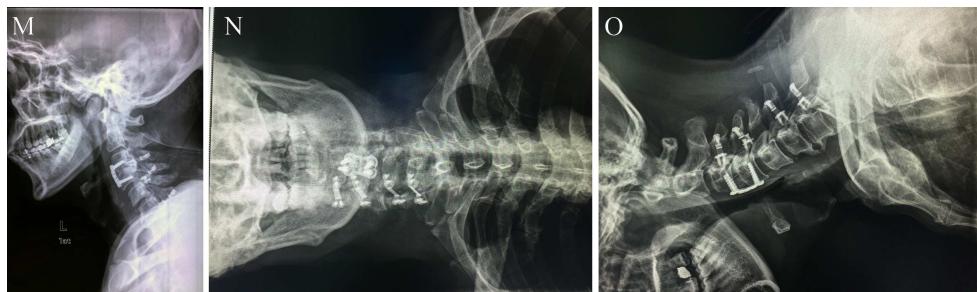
A、B.术前颈椎X线片显示颈椎骨质增生；C.术前测量C₃~C₆椎管矢状径比值的加权平均数为0.758；D-G.术前CT显示C₃~C₆椎间隙变窄，多节段后纵韧带骨化；H.术前颈椎MRI显示C₃~C₆节段椎管狭窄，C₃~C₄水平脊髓缺血性变；I,J.术前腰椎X线片显示腰椎骨质增生退变；K.术前腰椎MRI显示L₃~L₅节段椎间盘突出，椎管狭窄表现；L,M.术后颈椎X线片显示颈椎生理曲度良好，内固定物位置正常；N,O.术后12个月颈椎X线片显示颈椎良好的生理曲度
